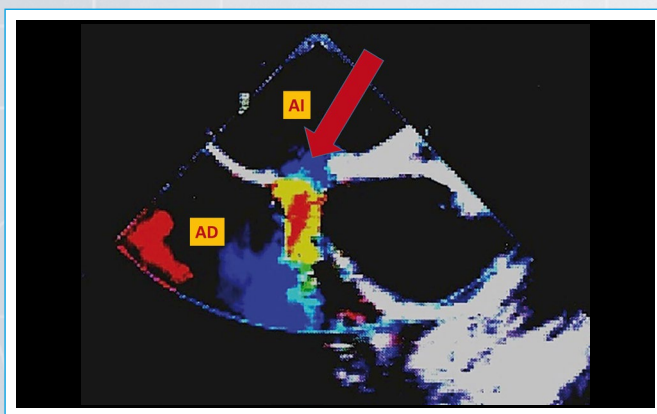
Ecocardiografía transesofágica bidimensional. Doppler color (AD: aurícula derecha; AI: aurícula izquierda; flecha roja: comunicación interauricular tipo seno venoso superior)
